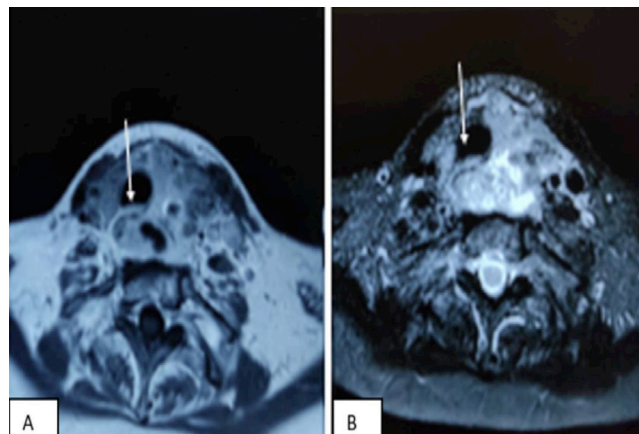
IRM en coupe axiale en pondération T1 (A) et T2 (B) montrant une infiltration de la paroi postérieure de la trachée et l'œsophage cervical (flèche blanc)
